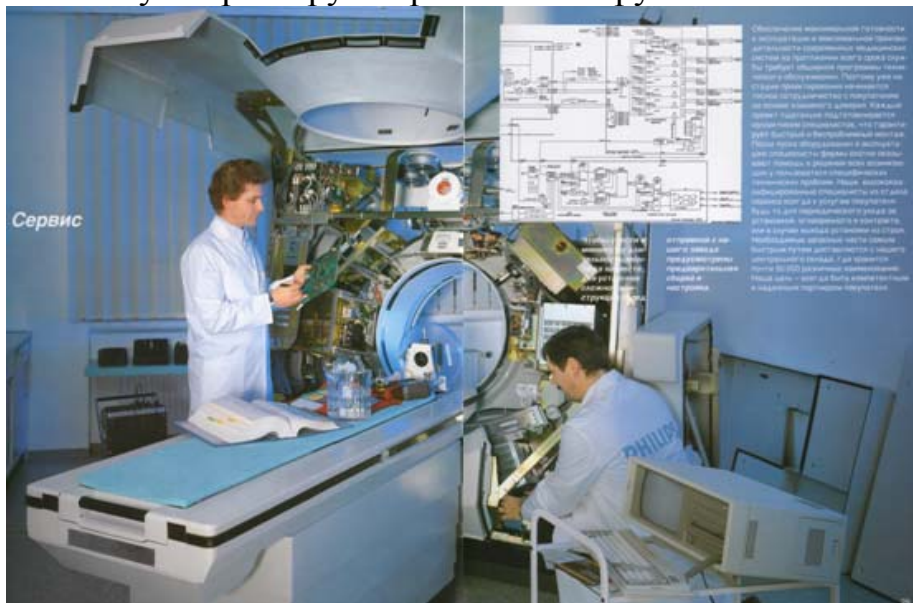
Комп'ютерний томограф фірми ФІЛІПС (сервісне обслуговування)
